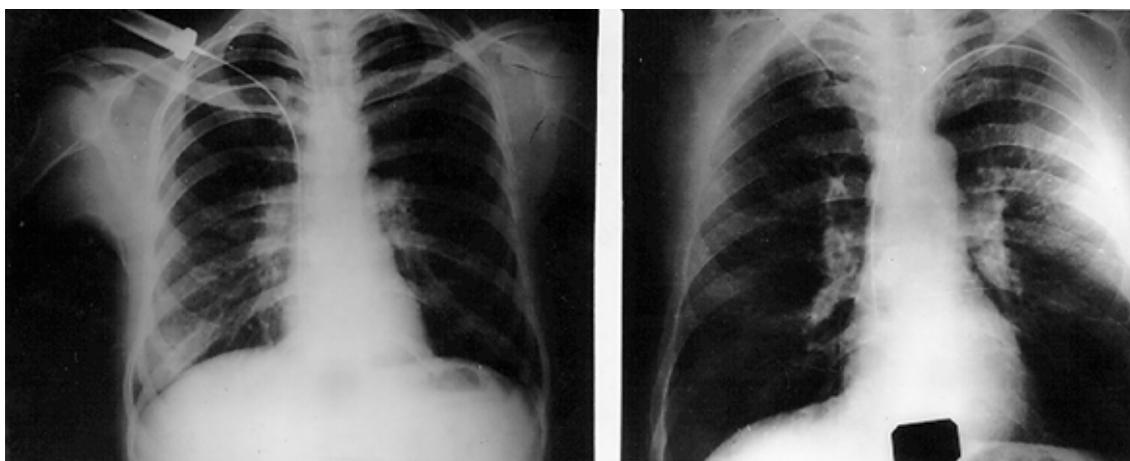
Рентгенограммы с контрастированием катетера в правом желудочке подключичным и кубитальным доступом
